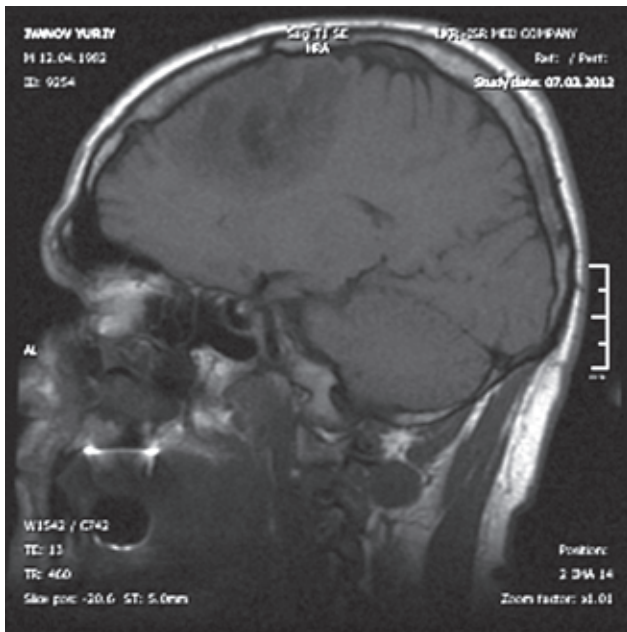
МРТ головного мозга: в левой лобной доле определяется гетерогенное образование, гиперинтенсивное в режимах T2-ВИ и T2-FLAIR (с гипоинтенсивной кистозной зоной в структуре), гипоинтенсивное в T1-ВИ, неправильной формы, с нечеткими бугристыми контурами, размером 28 × 23 × 18 мм, с выраженным перифокальным отеком. После внутривенного усиления (гадовист — 7,5 мл) отмечается слабое накопление контраста в кистозной зоне патологического образования. Межполушарная щель в лобной области смещена вправо до 6 мм. Кортикальные борозды в левой лобной доле сглажены. Желудочковая система обычной формы, боковые желудочки расположены симметрично, их размеры — 5 мм (справа) и 8 мм (слева), III и IV желудочки расположены по срединной линии, их размеры — 3 мм и 10 мм соответственно
